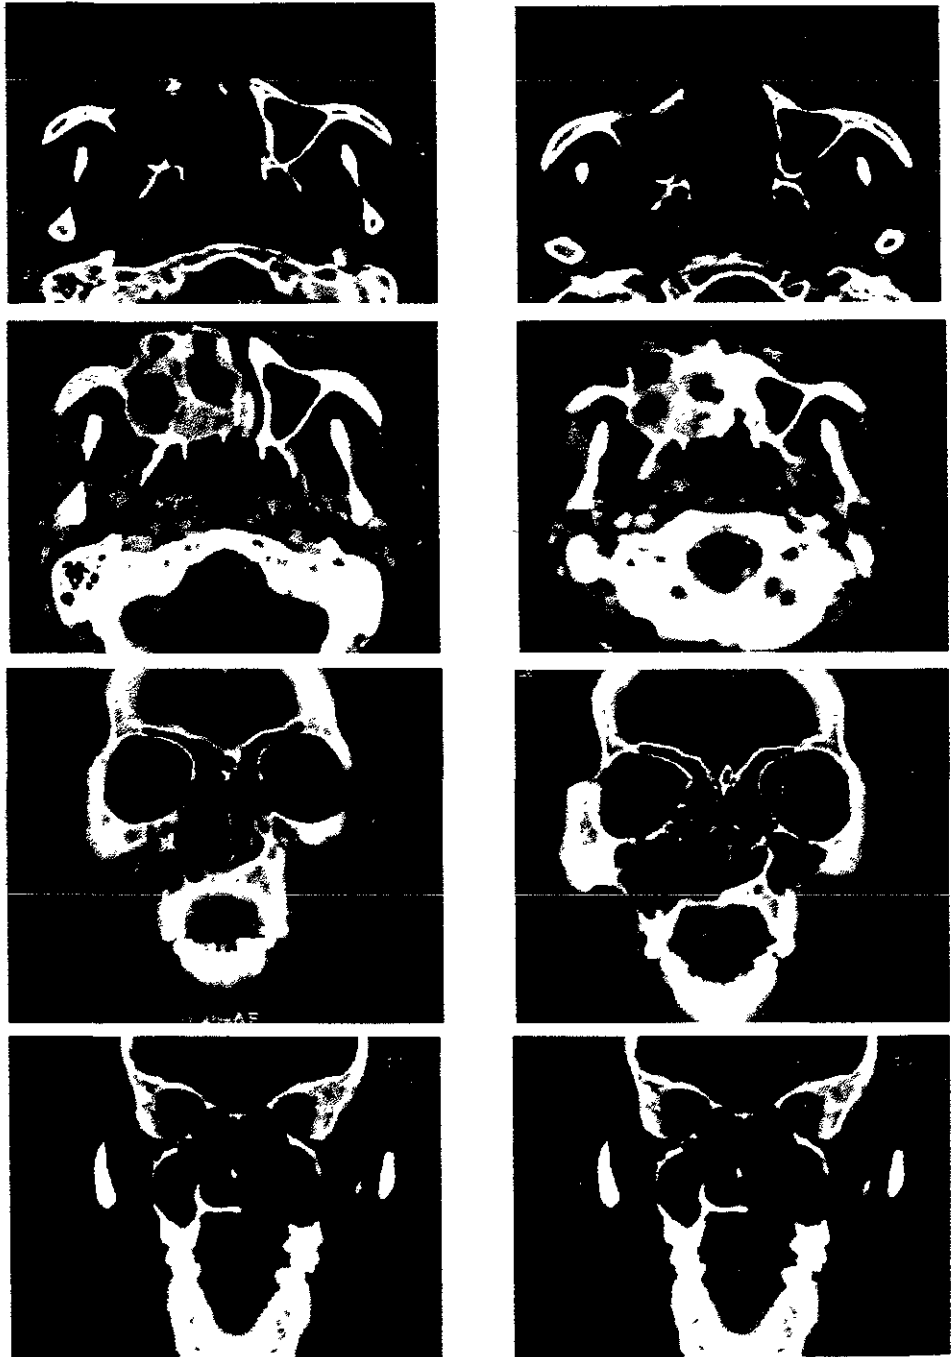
Tomografía axial computarizada. Secciones transversales y longitudinales donde se aprecia la neoplasia en el seno maxilar derecho y la destrucción ósea de su cortical externa así como el desplazamiento de tejidos blandos. (HCM Siglo XXI).
